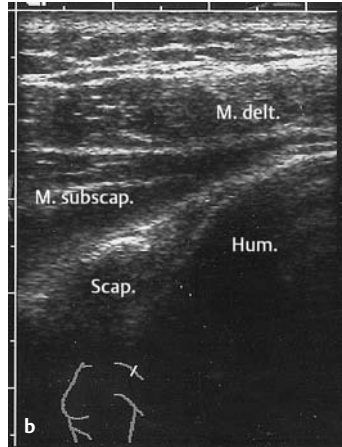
u. b Sonographie der Schulter: Dorsaler Querschnitt. a Schnitt-ebene, b Normalbefund, rechts Humerus, links daneben Scapularand, darüber M. infraspinatus, über dem Humerus M. deltoideus
